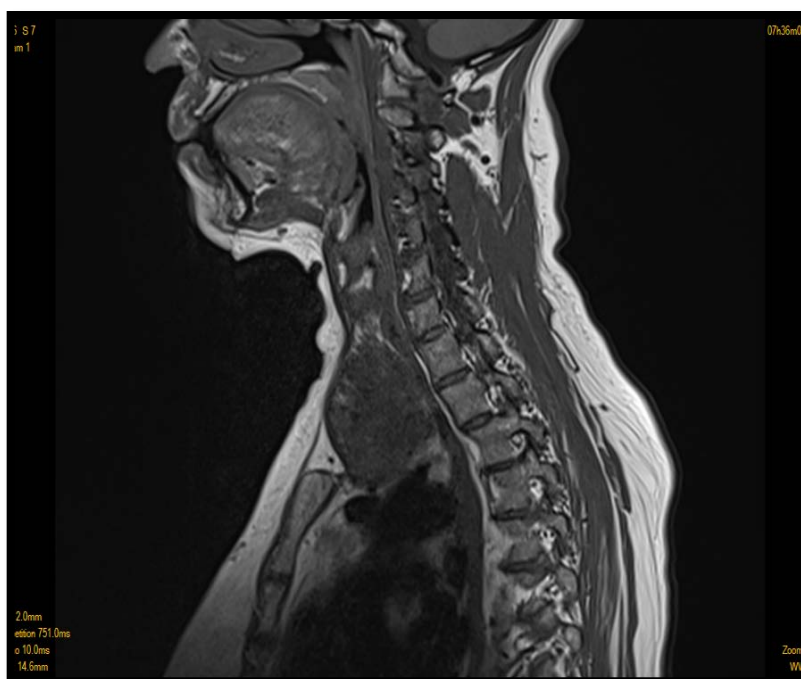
IRM cervico -médiastinale en coupe sagittale en séquence pondérée T1, montrant le prolongement endothoracique du goitre (iconographie du service)
